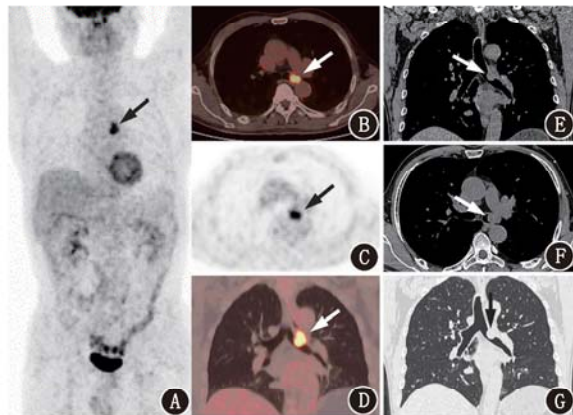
Rosai-Dorfman病患者(男,60岁)¹⁸F-脱氧葡萄糖(FDG)PET/CT显像图。体部最大密度投影图(A)、横断位纵隔窗(B)、横断位PET图(C)及冠状位肺窗PET/CT融合图(D)示左侧支气管管腔内外可见结节状放射性浓聚灶(箭头示),病灶最大标准摄取值(SUV_{max})9.82,平均标准摄取值(SUV_{mean})5.96;高分辨率CT冠状位(E)和横断位纵隔窗图(F)、冠状位肺窗图(G)示左侧主支气管内可见软组织密度影(箭头示),病灶密度较均匀,累及气管壁外,病灶最大截面约1.5cm×1.9cm
